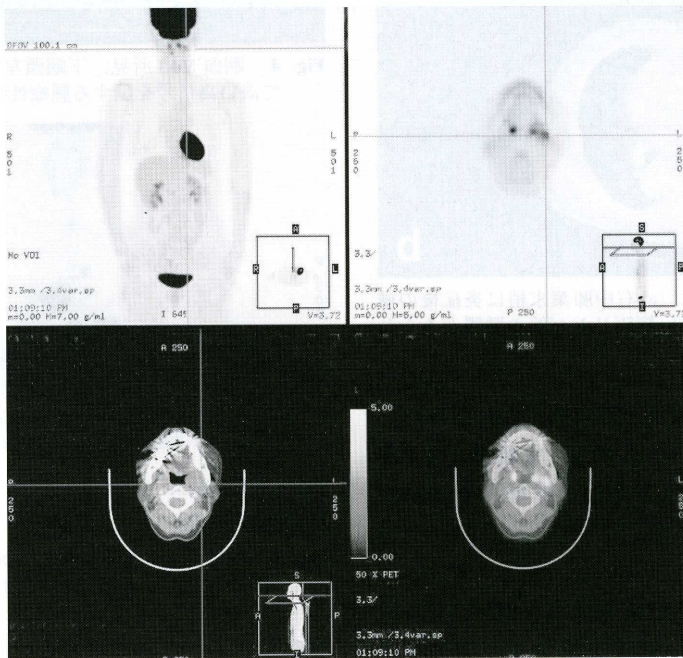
PET / CT 所見. 左下顎骨内側に FDG の集積が見られ, 局所再発が疑われた.
